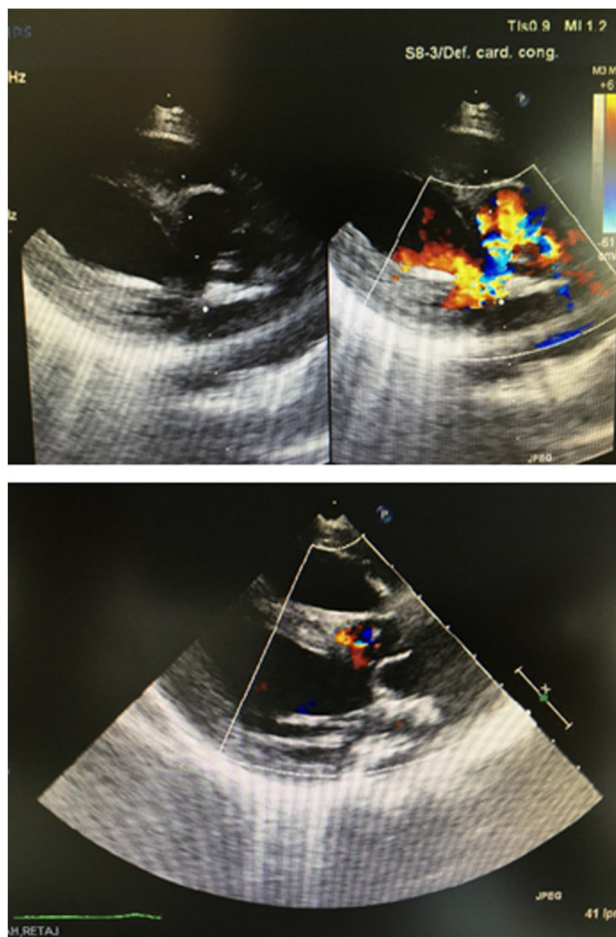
Ecografía del eje largo pre y postoperatorio del paciente 1 (*truncus*).
